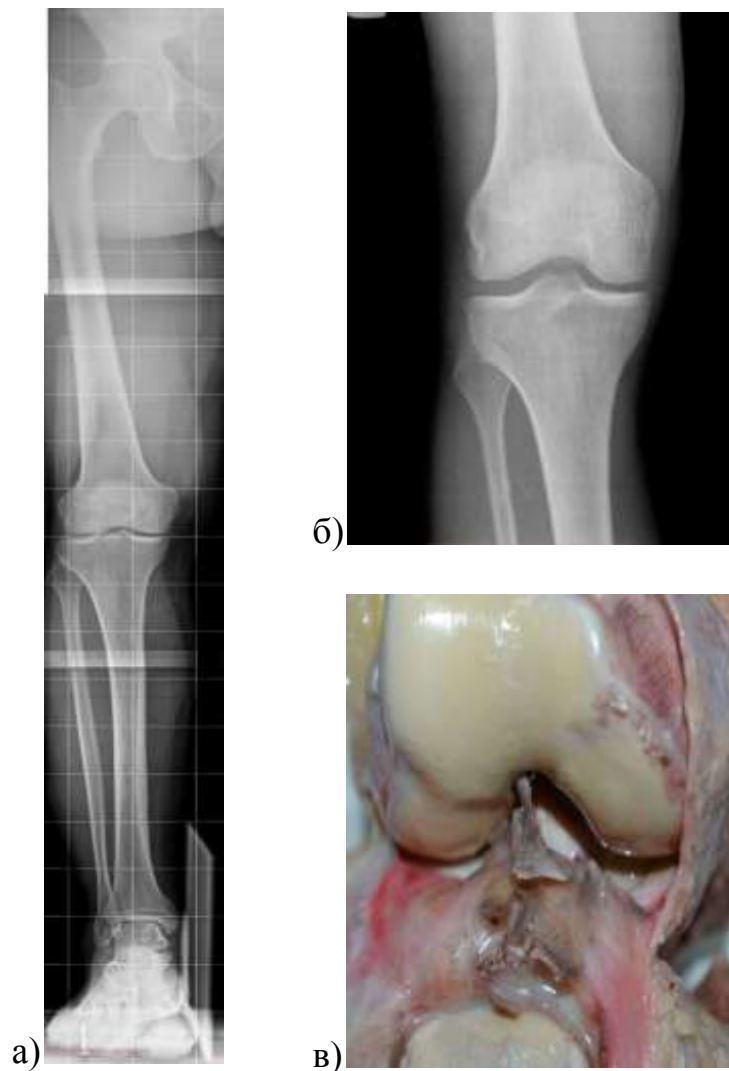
Сравнительная характеристика морфологических изменений при гонартрозе I ст.: а) телерентгенография нижней конечности; б) прижизненная рентгенография коленного сустава (незначительное сужение суставной щели и незначительный субхондральный склероз во внутренних отделах); в) анатомический препарат правого коленного сустава.
